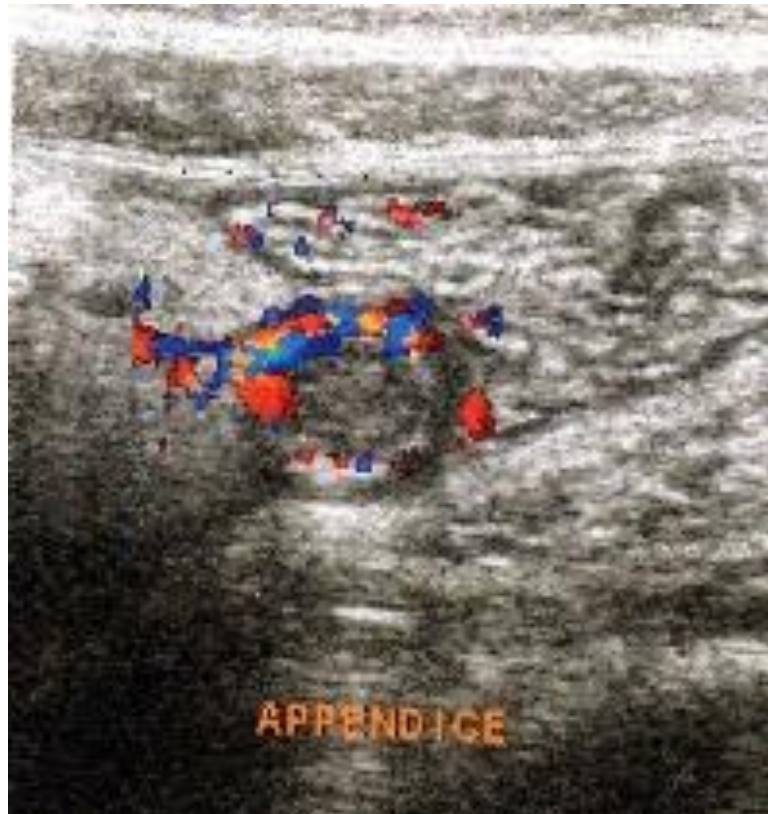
Doppler de l'appendice (6).
